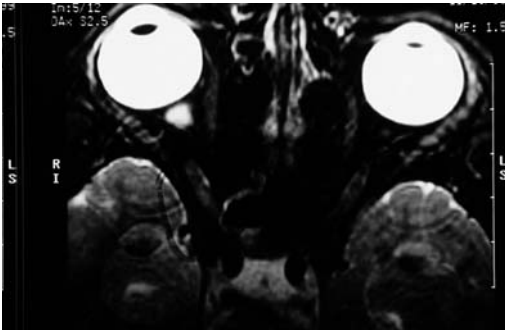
Imagen de RMN donde pueden observarse focos de desmielinización a nivel del nervio óptico derecho.
